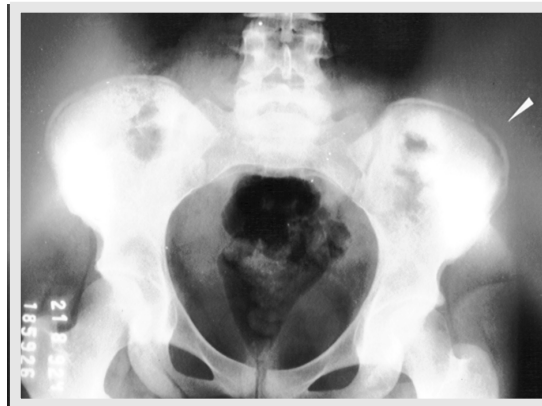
Radiografia realizada logo após a avulsão.
